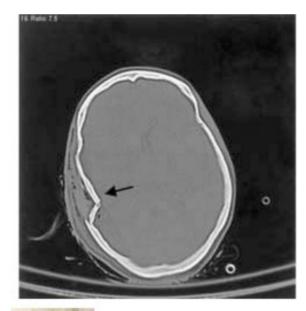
1 Fractura del temporal derecho con hundimiento causada por una agresión con un martillo. (Tomografía computarizada, ventana ósea.)
